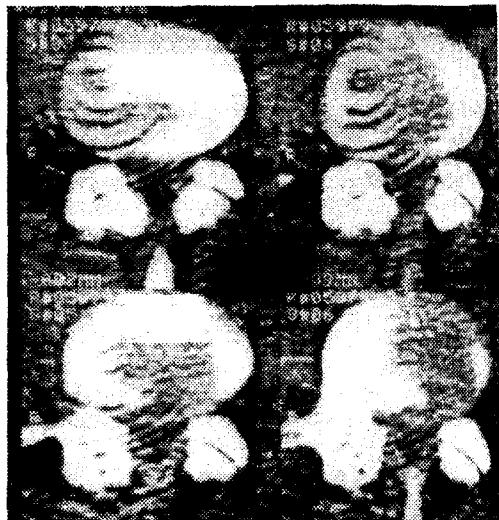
Компьютерная томография позвоночника на уровне диска L_{4-5} у больного К., 36 лет.
